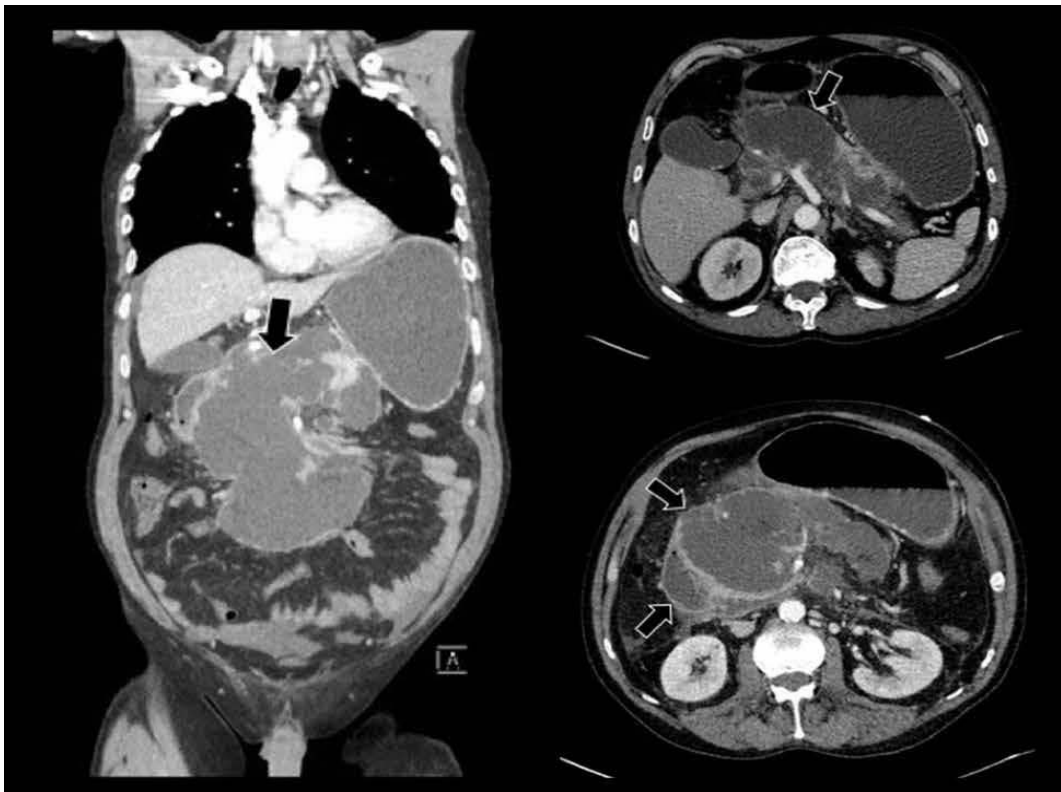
TDM avec injection de PDC montrant une pancréatite aiguë nécrosante compliquée d'une collection aiguë nécrotique (flèches) [134].
